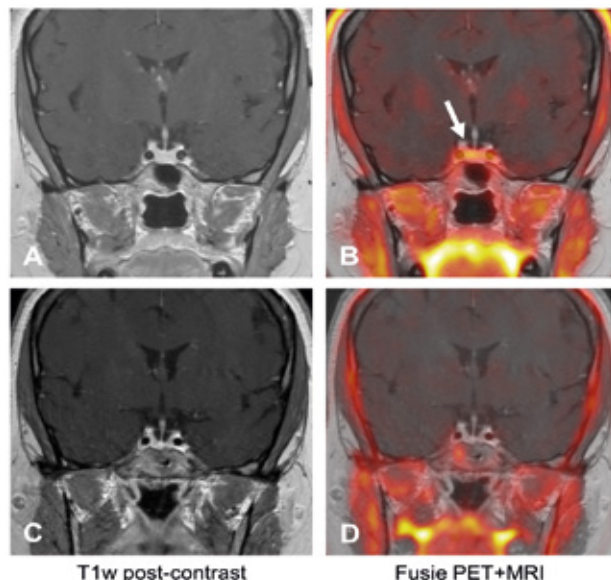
PET-MRI ¹⁸F-FDG bij hoofd-halstumor
